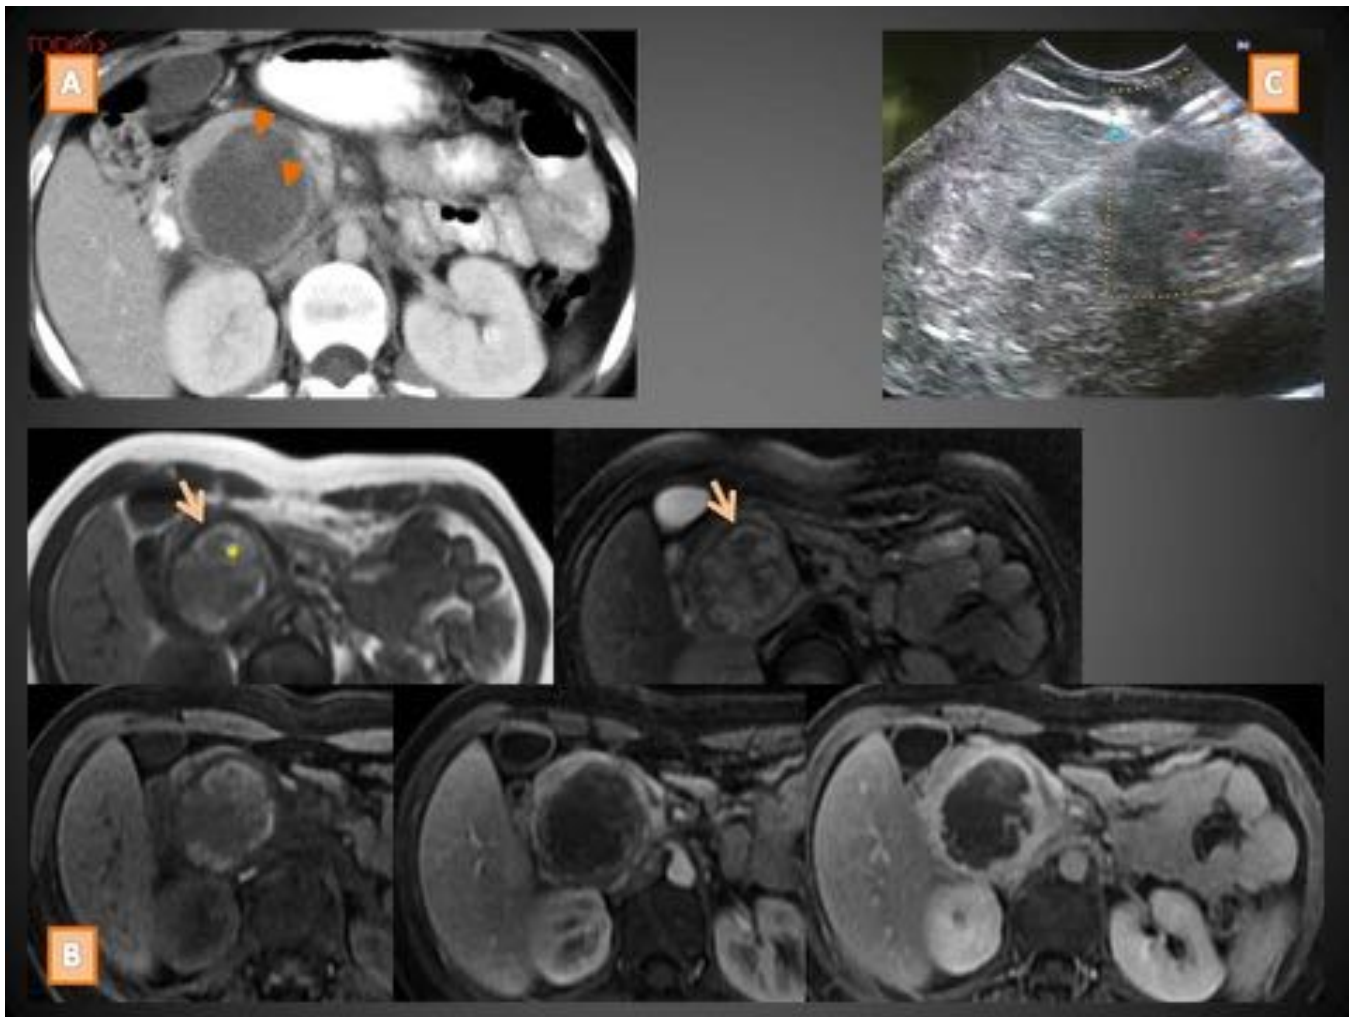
Mujer de 19 años con TC (A) con LQP en la cabeza de pared gruesa y contenido globalmente hipodenso aunque con focos densos (cabezas de flecha) de dudosa significación en ausencia de estudio simple. La RM (B) demostró una cápsula hipointensa (flechas cortas) y zonas hiperintensas en T1 (asterisco) sugerentes de hemorragia además de realce de componentes sólidos periféricos que se iba haciendo más patente conforme pasaban las fases (última fila). Véase su “aspecto sólido” en la ecoendoscopia (C).
